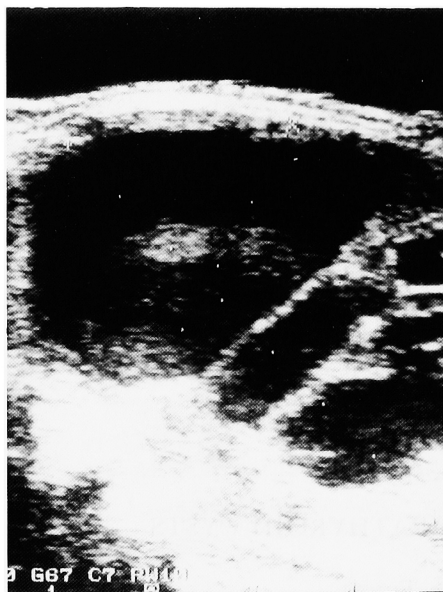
Ultrasonography showed multilocular cystic lesion.
